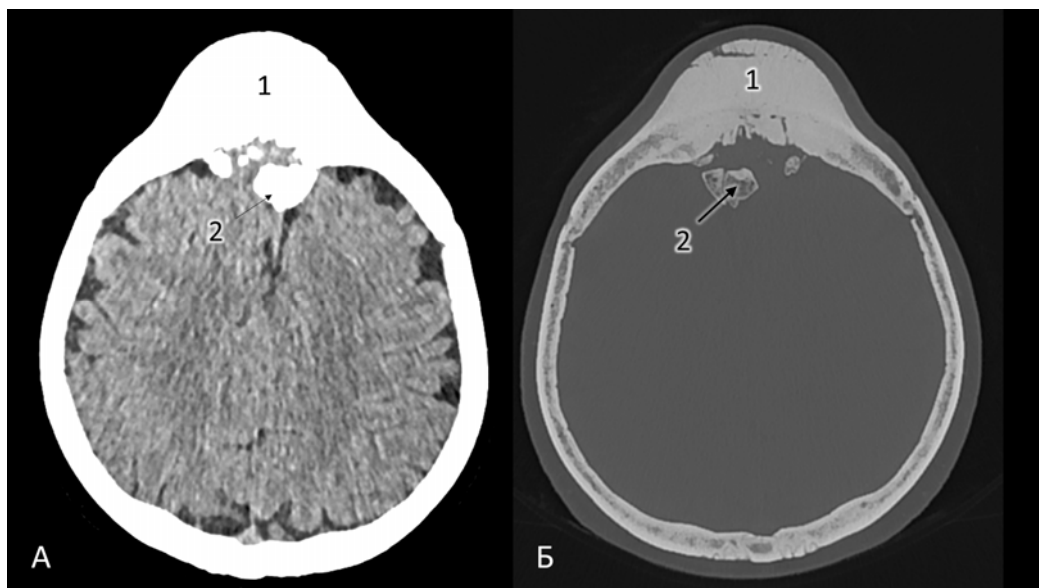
СКТ головы до операции, аксиальный срез: А (СКТ головы); Б (СКТ головы, костный режим) 1 – гиперостоз, 2 – петрификаты
